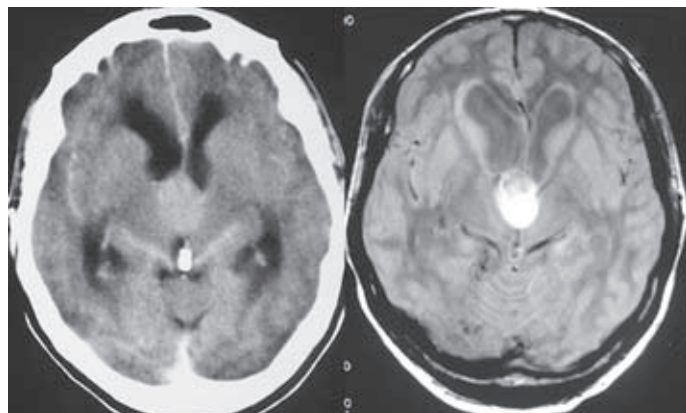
TC y RM craneales correspondientes a un quiste coloide de tercer ventrículo en paciente que debutó con cefalea y disminución de la conciencia de instauración súbita (síndrome de Bruns).
